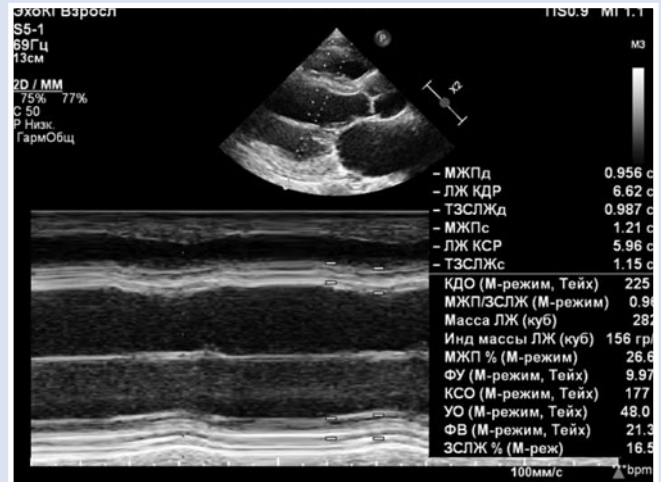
Показатели эхокардиографии на фоне лечения.
